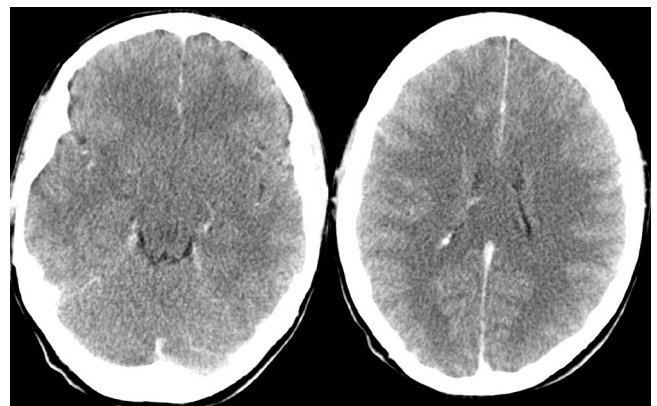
La tomografía computarizada craneal con contraste intravenoso mostró las cisternas basales libres y la línea media centrada. No se identificaron lesiones parenquimatosas ni captaciones anómalas de contraste.
